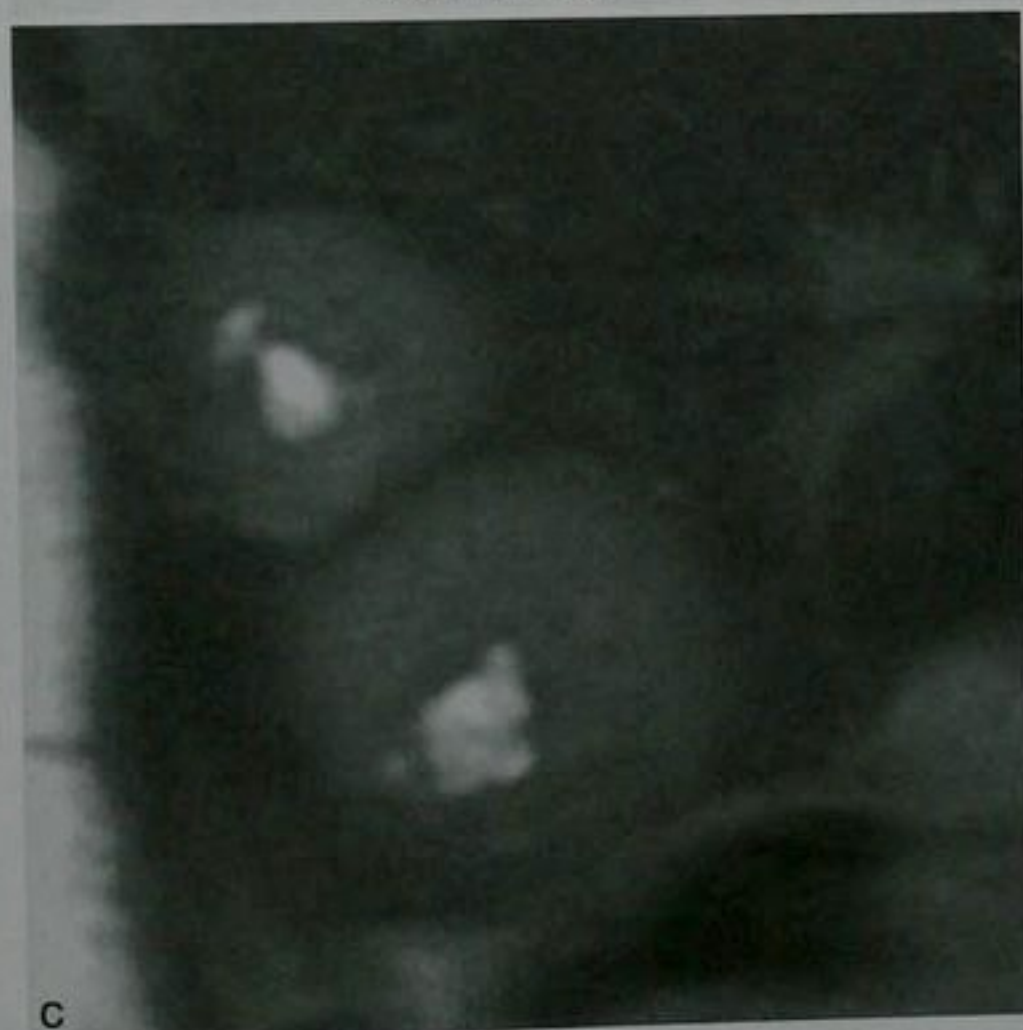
神经内分泌转移瘤患者肝脏冠状面 T2 加权 MRI 图像,一些转移瘤表现为囊变
